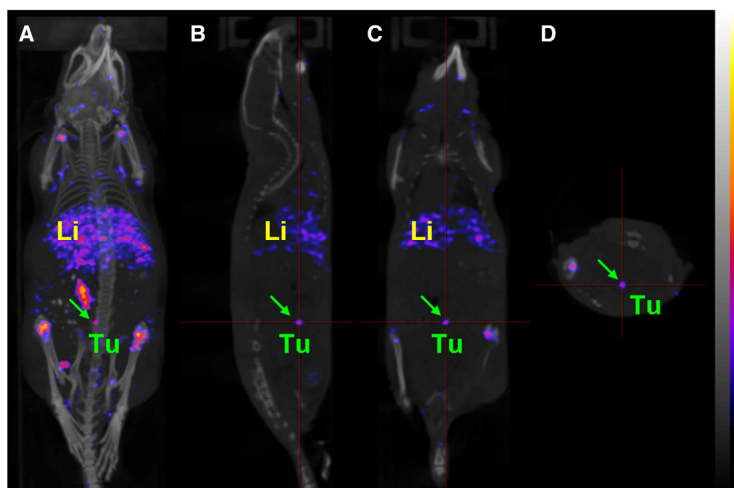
Immagini in vivo SPECT/CT di un topo con xenotrapianti intraperitoneali di tumore SKOV-3ip 3 giorni dopo l'iniezione di $^{155}\text{Tb} - \text{chCE7}$ (4,2 MBq). Le immagini mostrano diversi punti di vista: proiezione di intensità massima (A) e sezioni (A) sagittale (B), coronale (C), e transassiale (D). Durante la scansione in vivo che è durata 40 minuti, il topo è stato anestetizzato per inalazione di una miscela isoflurano/ossigeno. È stato riscontrato un accumulo di radioattività nelle lesioni tumorali della regione addominale e del fegato, nonché nelle ossa. (Tu = tumore, le frecce indicano una piccola lesione tumorale, Li = fegato).
